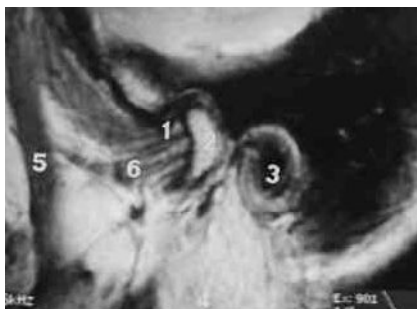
Image caractéristique de coupe sagittale en IRM. Noter les différents signaux des structures anatomiques visibles : le disque (1) –le condyle (2) – conduit auditif externe (3) – parotide (4) -carotide externe (5) – muscle ptérygoïdien latéral (6).
